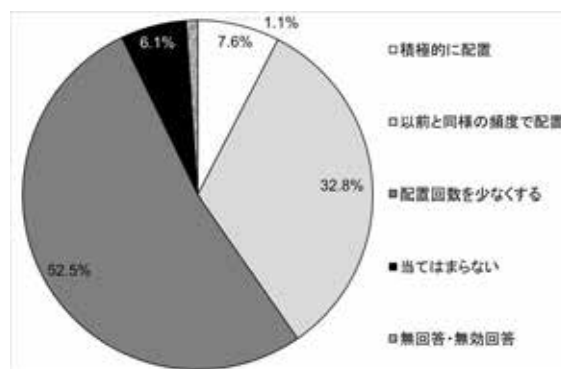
妊娠就業者の MRI 検査業務配置の方針。
